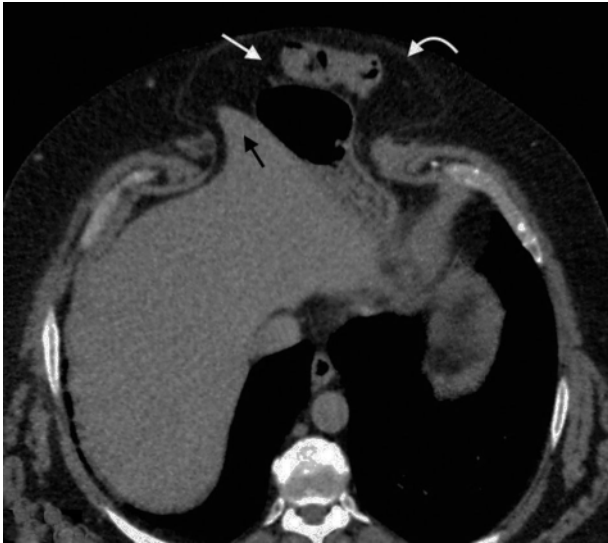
Tomografía computada multidetector en plano axial revela una gran hernia epigástrica (flecha curva) en la que se observa una protrusión del lóbulo izquierdo del hígado (flecha recta negra), del antro gástrico y de las asas intestinales (flecha recta blanca).
